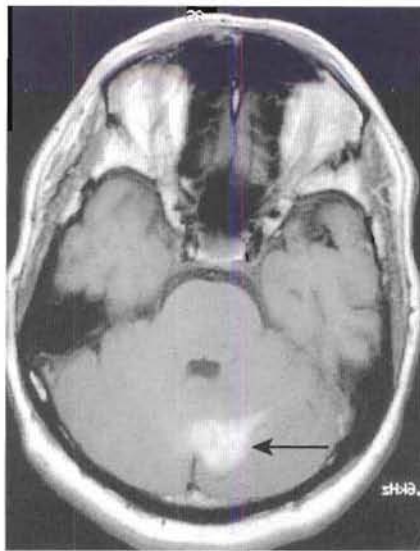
Hématome cérébelleux (flèche) ayant l'aspect d'un hypersignal sur cette IRM en séquence T1 (hématome subaigu).
